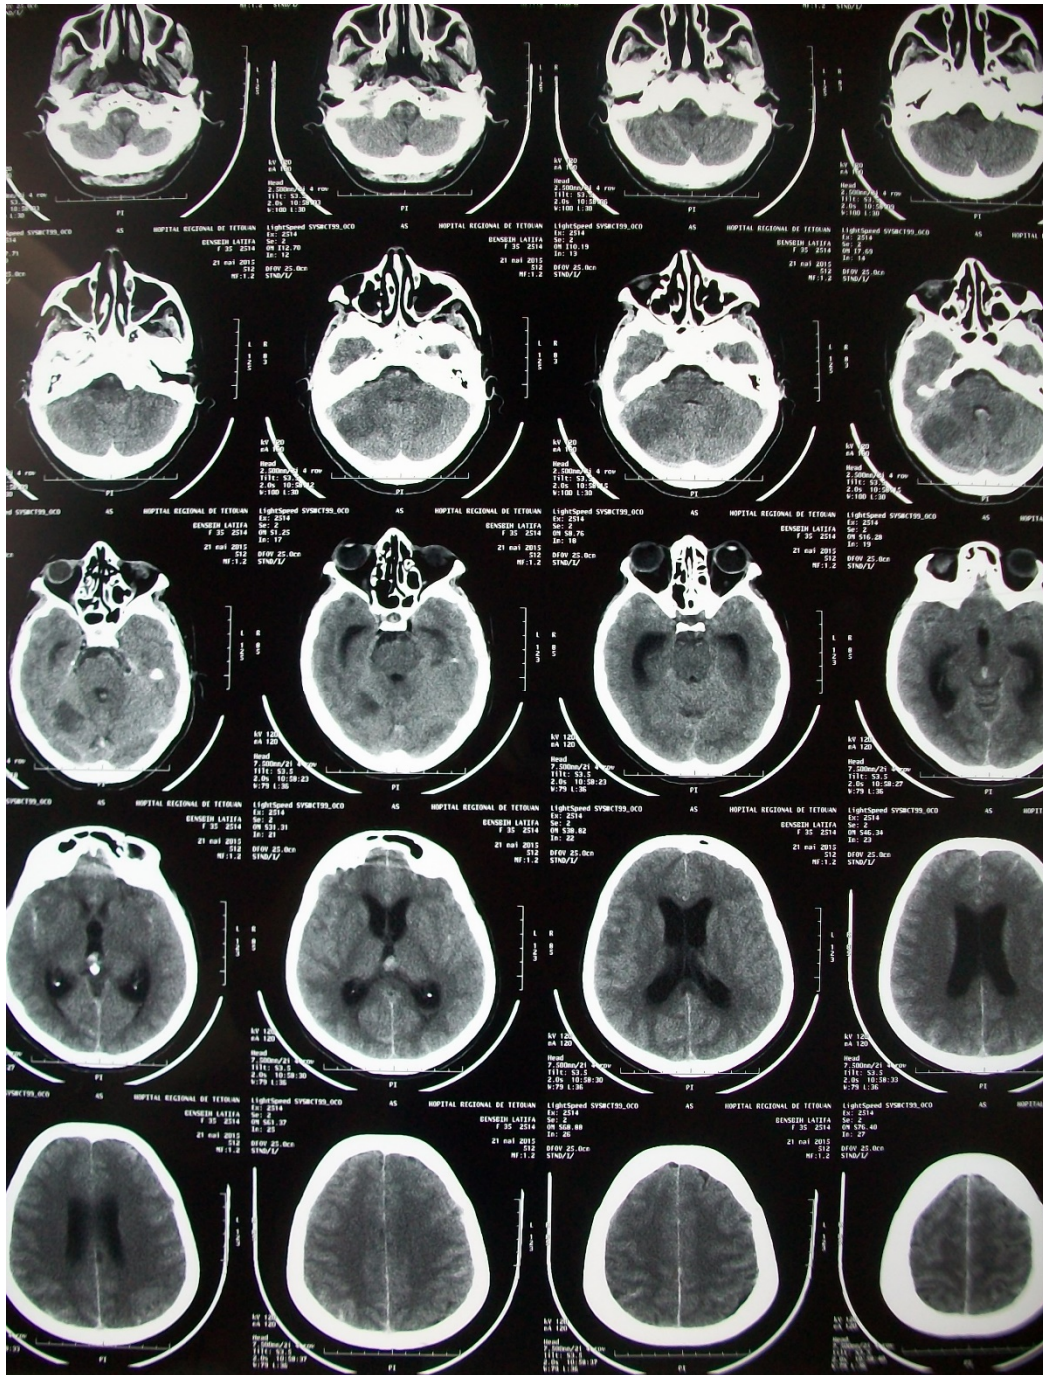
TDM cérébrale C- faite à j+1 du saignement objectivant une hémorragie intra ventriculaire.
